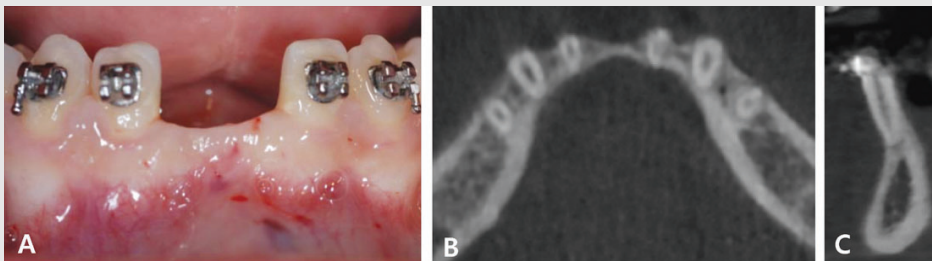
(A) Mandibular root prominence was showed in clinical photograph at base line. (B) In CBCT axial view, dehiscences were found. (C) Thin labial plate and dehiscences were observed in CBCT sagittal view.
